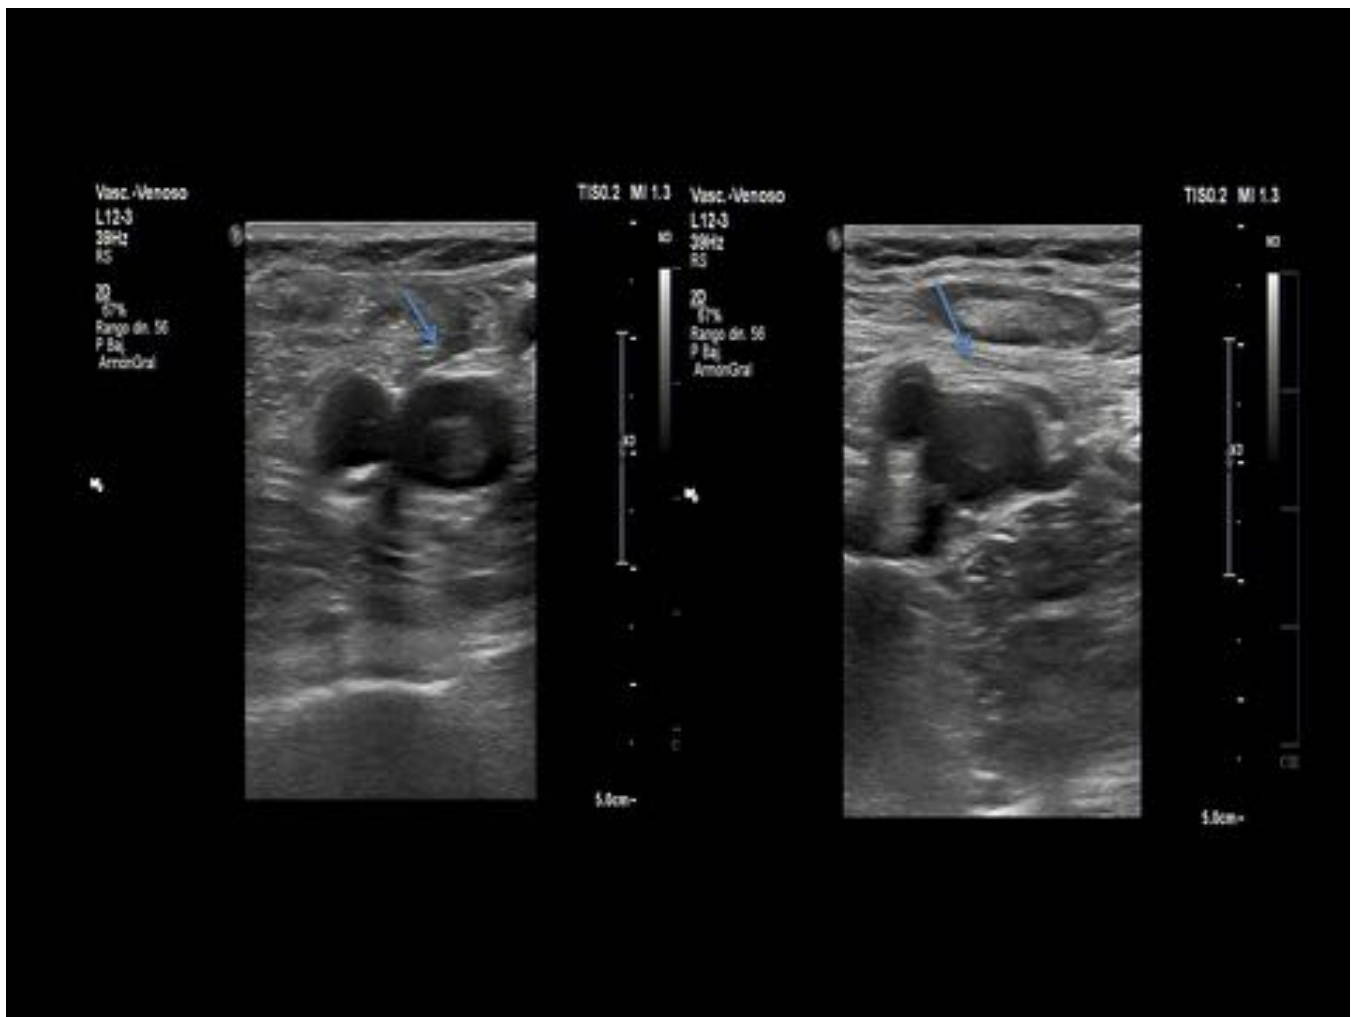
Paciente de 80 años con TEP. Ecografía Doppler de miembro inferior derecho. Ocupación parcial por trombo móvil en la luz de la vena femoral común.
